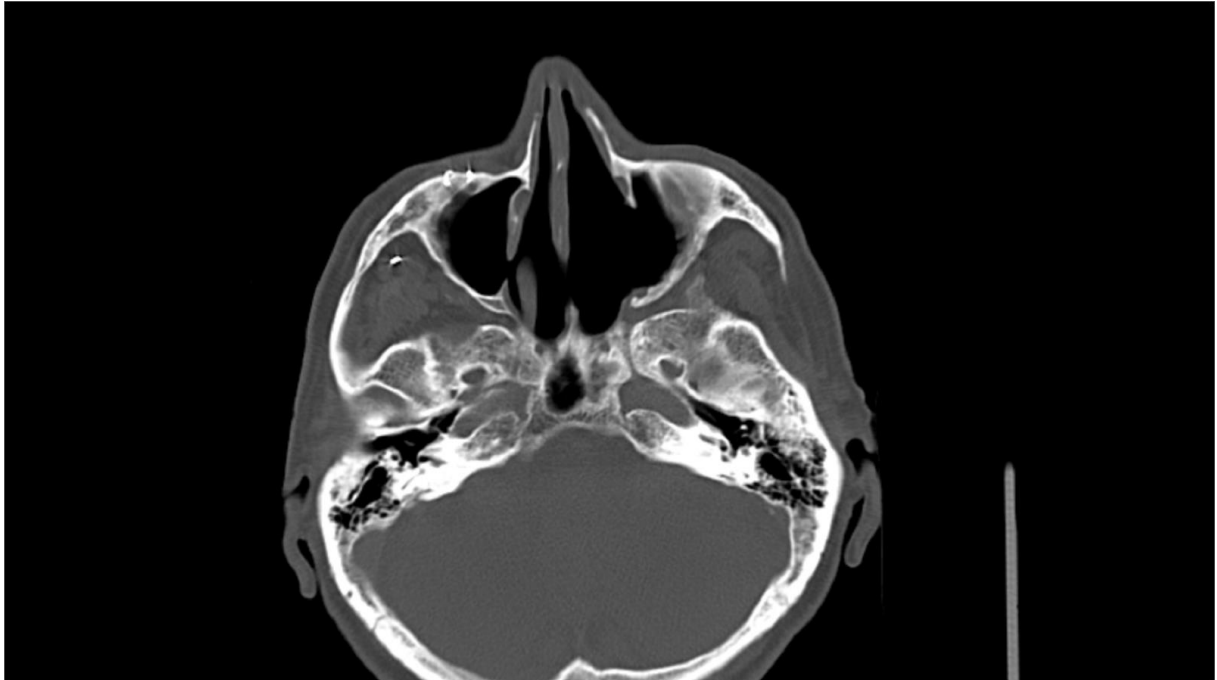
CT snimka pacijenta M.K. (1950.) s velikim adenokarcinomom nosnog kavuma. Prema CT snimci postoji destrukcija septuma i zahvaćanje oba kavuma. Postoji i destrukcija lijeve lamine papiraceae. Prikaz u tzv. „koštanom prozoru“.
